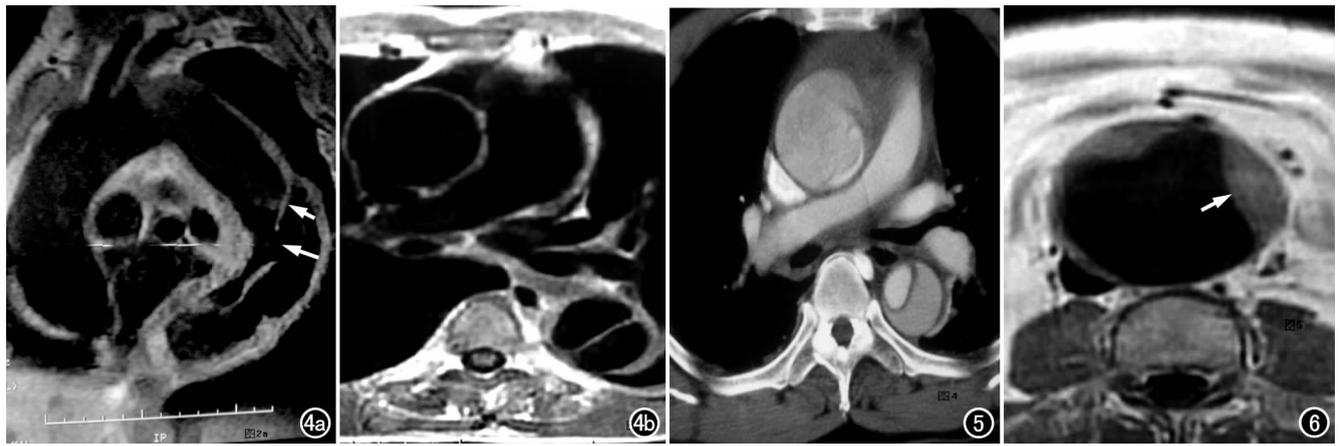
主动脉夹层。a) 斜矢状面 MRI 示破口(长箭)和内膜片(短箭); b) 横轴面 MRI 示主动脉真假两腔形成,呈“D”字形。
